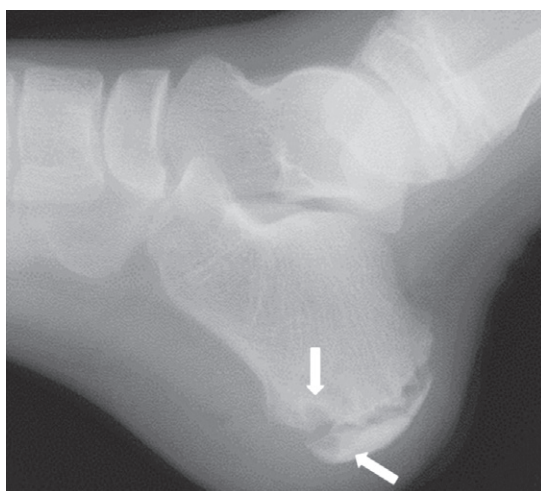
症例2の単純X線像(当院初診時, 発症後55日)
